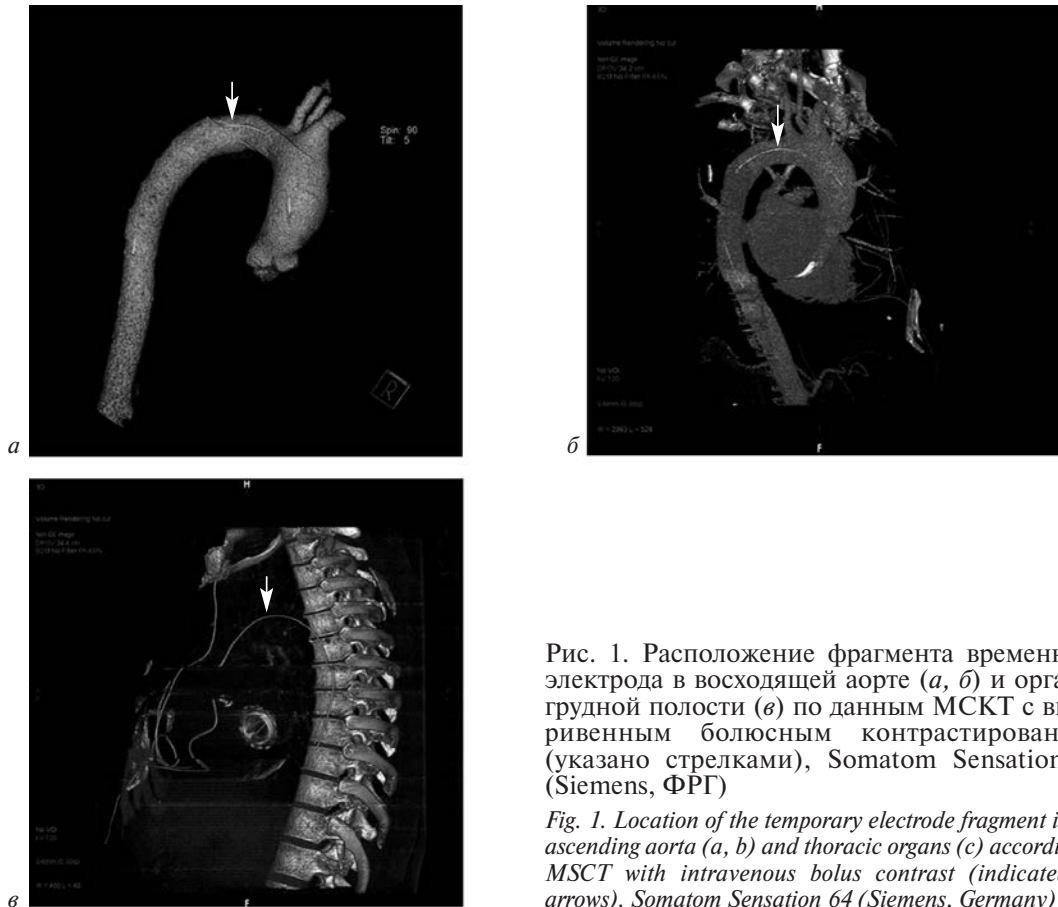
Расположение фрагмента временного электрода в восходящей аорте (а, б) и органах грудной полости (в) по данным МСКТ с внутривенным болюсным контрастированием (указано стрелками), Somatom Sensation 64 (Siemens, ФРГ)
